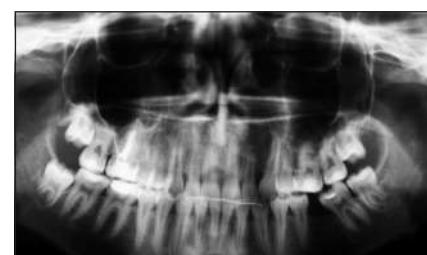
Ортопантомограмма пациентки А., 16 лет после окончания ортодонтического лечения
